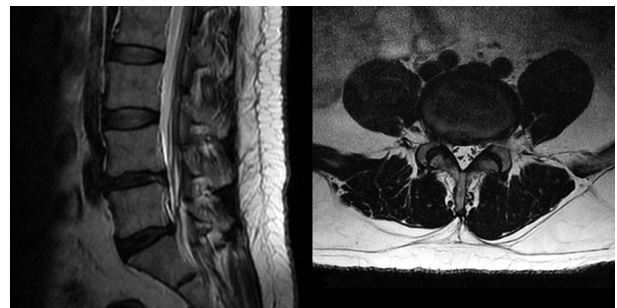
术后 MRI 示 I 度成形术中无骨质磨除
